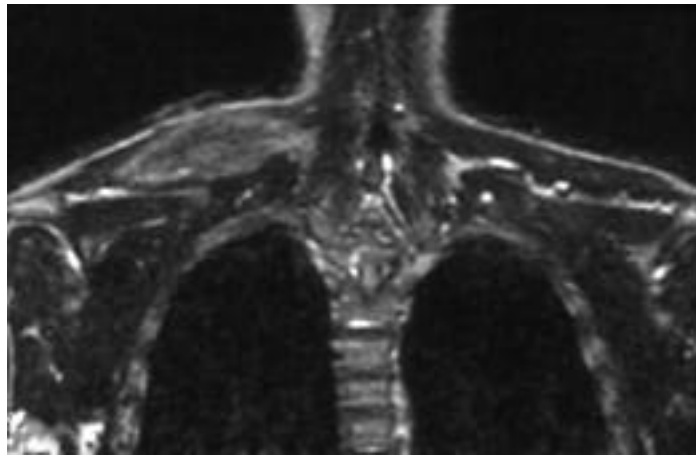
Tomografía coronal en secuencia T2. Hiperintensidad y aumento de volumen del músculo trapecio. La biopsia muscular demostró una miositis granulomatosa.
